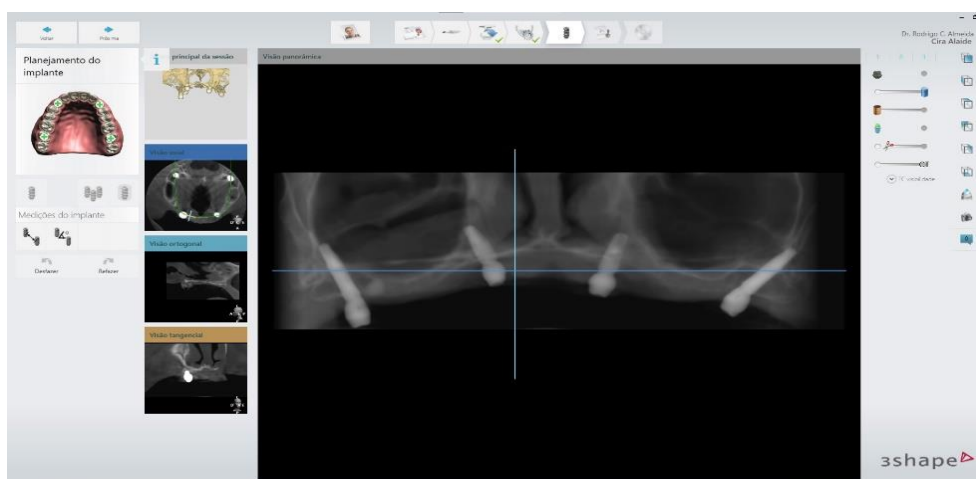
Tomografia pré-operatória
